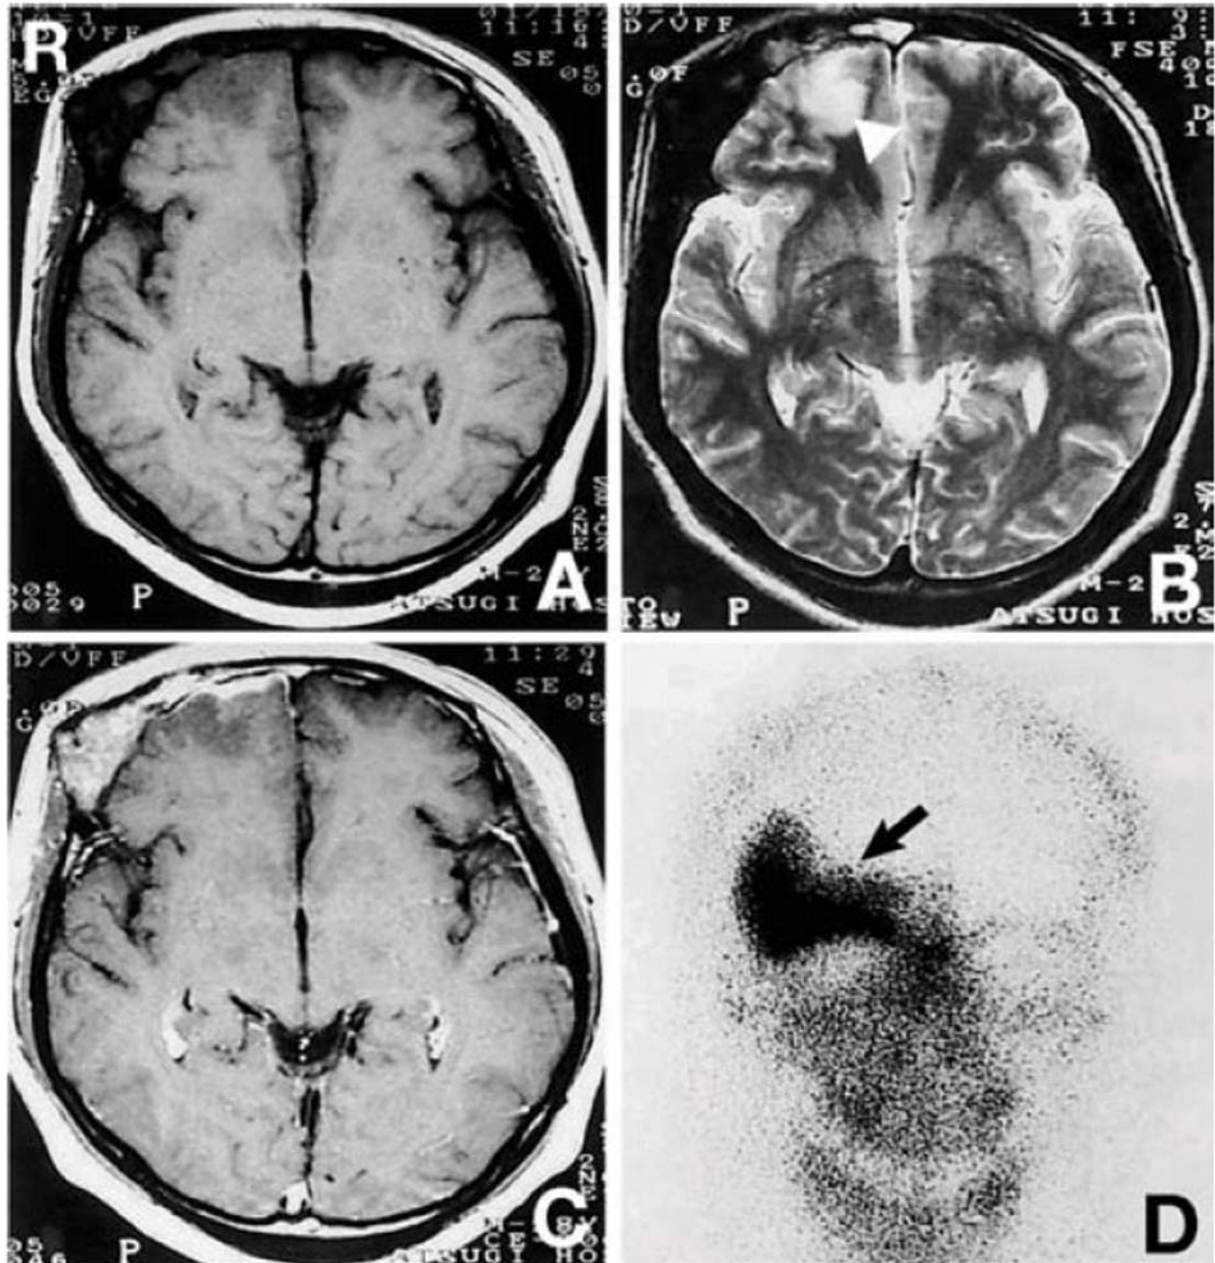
A) B) C) D) : A) IRM cérébrale en séquence T1 : masse apparaissant en hypo-signal dans la région fronto-orbitaire droite ; B) IRM cérébrale en séquence T2 : suspicion d'encéphalite en regard de la masse ; C) IRM cérébrale en séquence T1 avec injection de gadolinium : masse prenant le contraste ; D) scintigraphie au Technetium 99 du crâne : hyperfixation dans la région fronto-orbitaire droite / d'après Kanda et al., 2002 [22].
